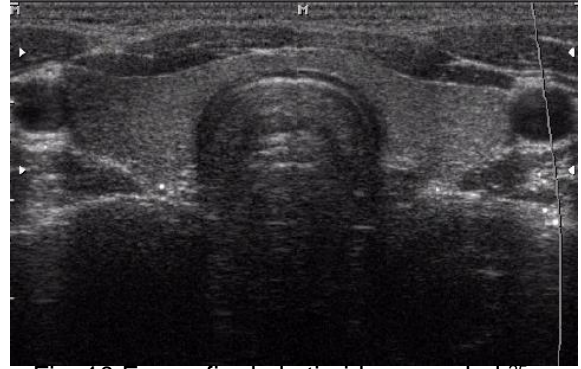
Ecografía de la tiroides en salud.²⁵
